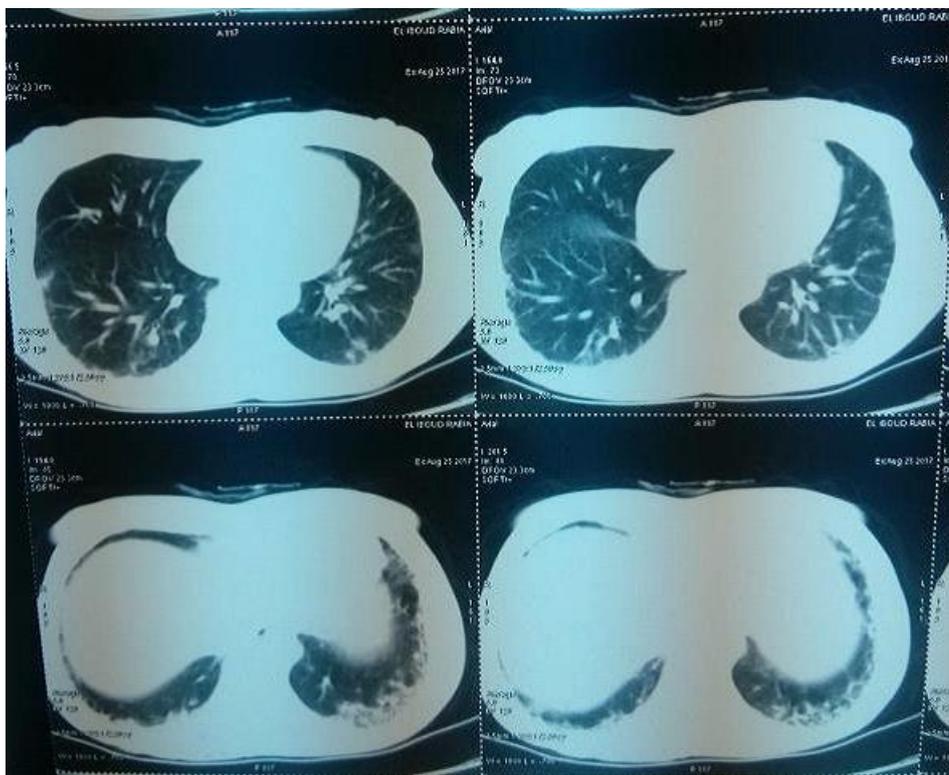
TDM thoracique objectivant un épaississement des septas interlobulaire avec des images en rayon de miel (flèche rouge) basal bilatérale.
